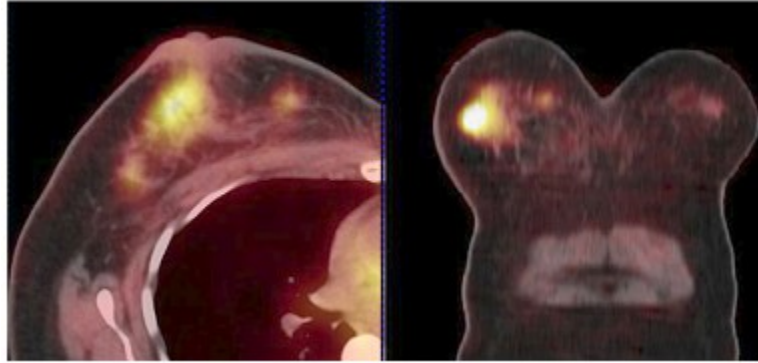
Exemples d'image obtenue par modalité TEP/TDM dans le cas du cancer du sein. L'accumulation du traceur (FDG) se traduit à l'image par des zones brillantes localisées.
